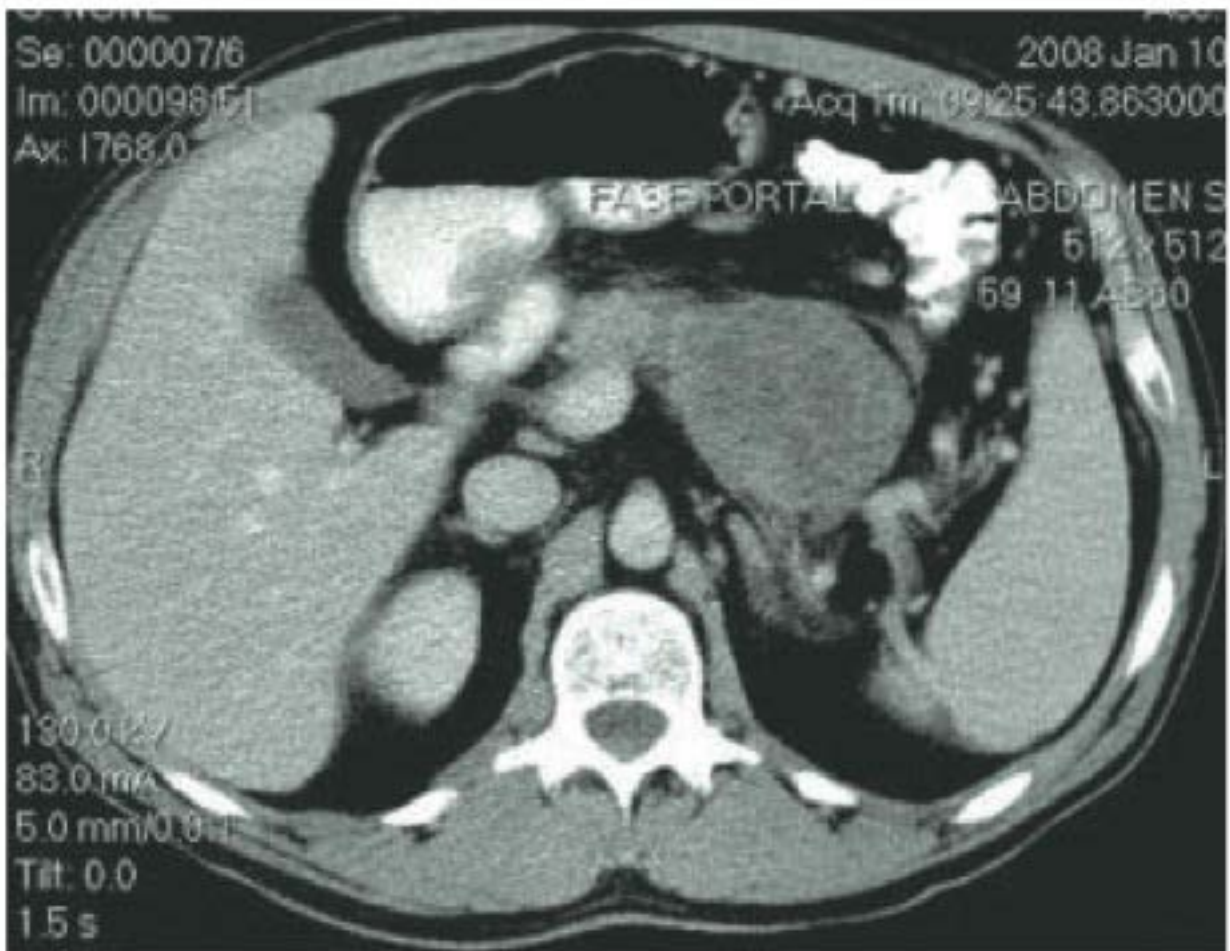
Tomografia computadorizada evidenciando pseudocisto pancreático.
